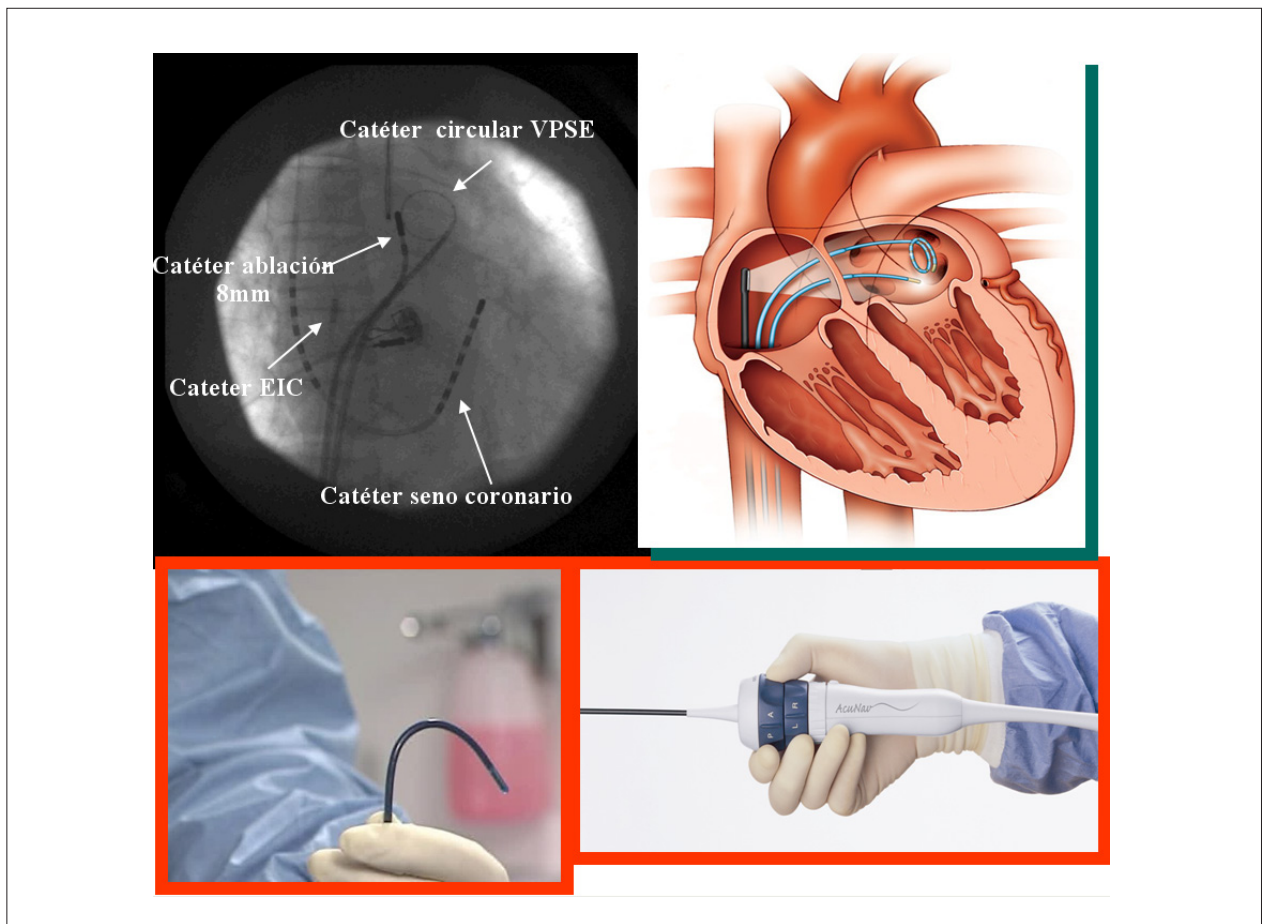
Posicionamiento de sonda del ecocardiograma intracardiaco(EIC) en el atrio derecho a través de fluoroscopia (a la izquierda). Visualización esquemática (a la derecha). Manipulación de sonda EIC (abajo).
